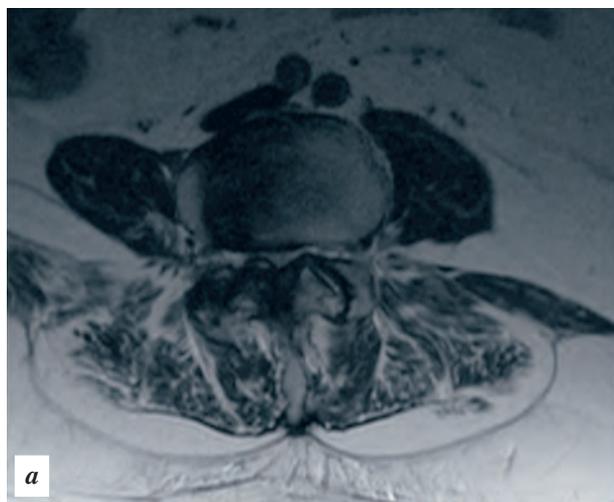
Аксиальная МРТ-грамма пациентки М., 69 лет, с синдромом конского хвоста, обусловленным дегенеративным стенозом позвоночного канала на уровне $L_{III}-L_{IV}$: а — без предварительных измерений; б — измерение площади позвоночного канала ($0,43 \text{ см}^2$)
